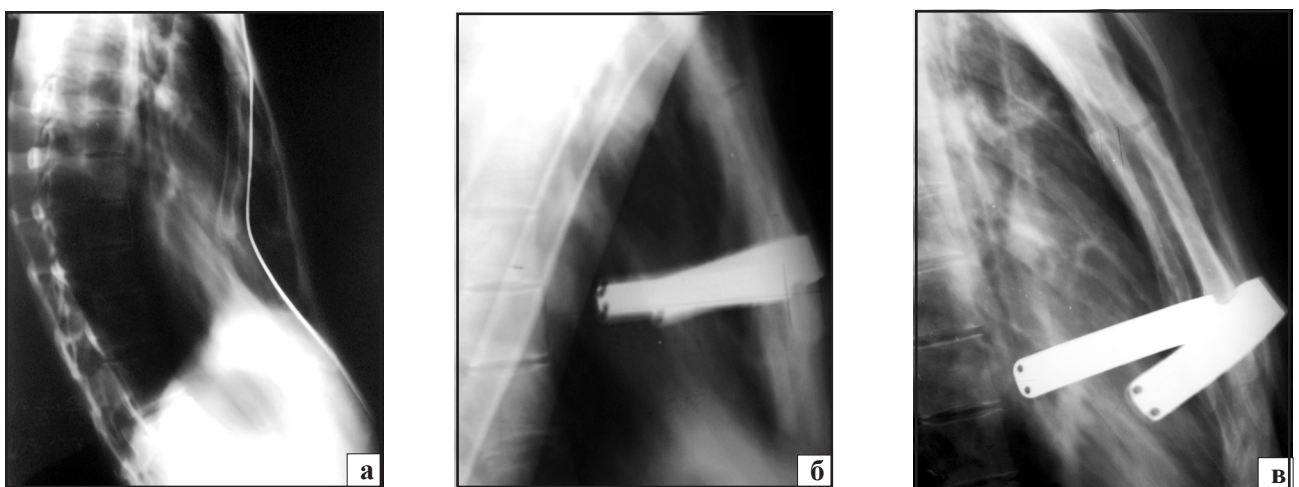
Фотовідбитки рентгенограм груднини хворої Б. в бічній проекції: а) до операції; б) після операції; в) через 2 роки після операції.
